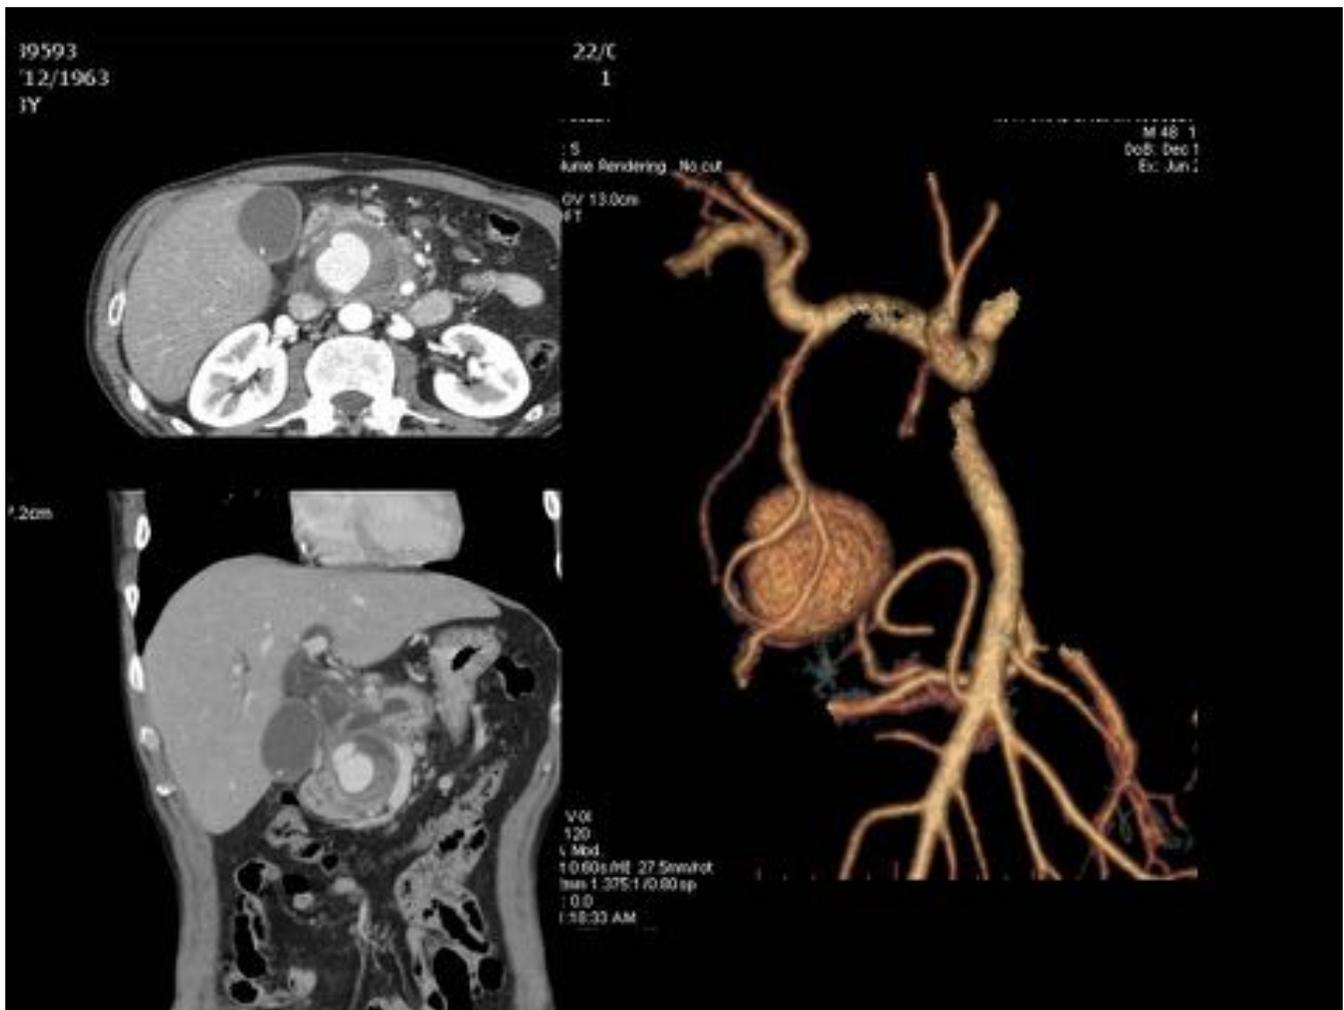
Motivo de la exploración: ictericia indolora. Angio-TC: pseudoaneurisma con presencia de trombo mural que depende de pequeña rama de arcada pancreatoduodenal. Dilatación de la vía biliar.
